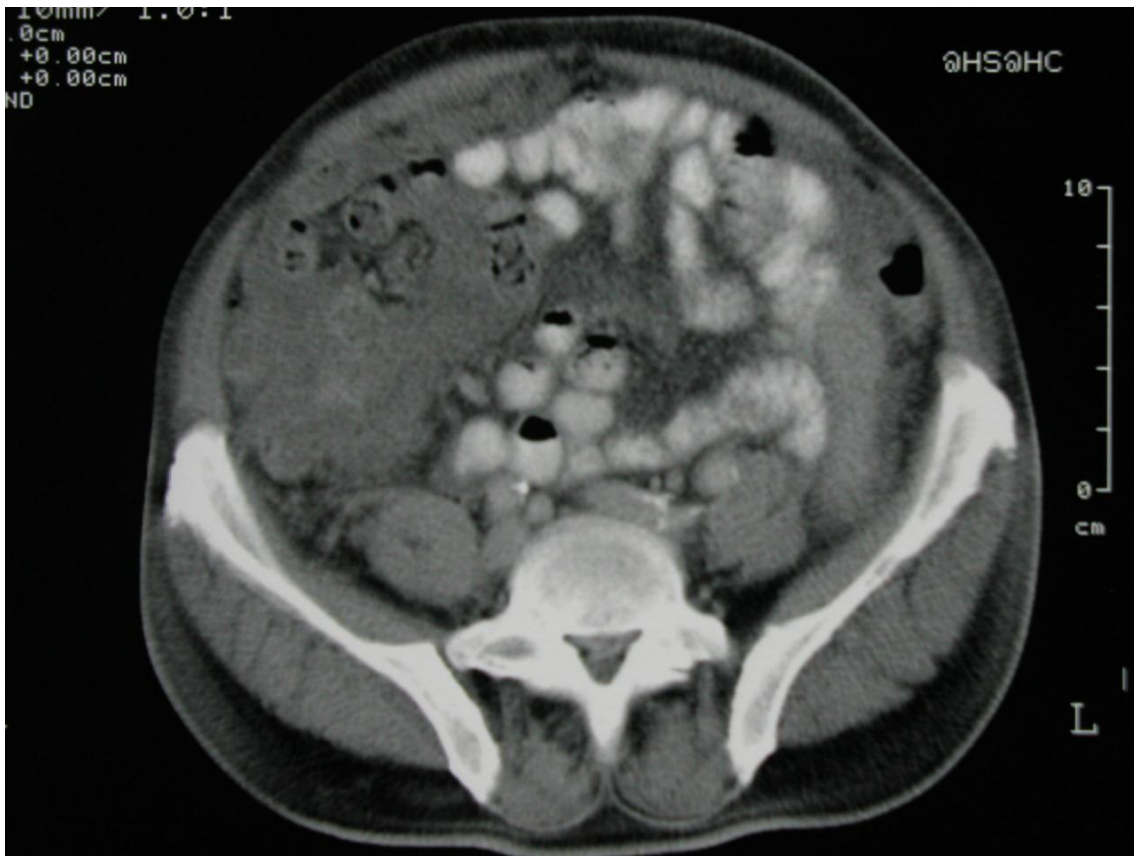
TAC con imagen sugerente de implantes de carcinomatosis peritoneal
